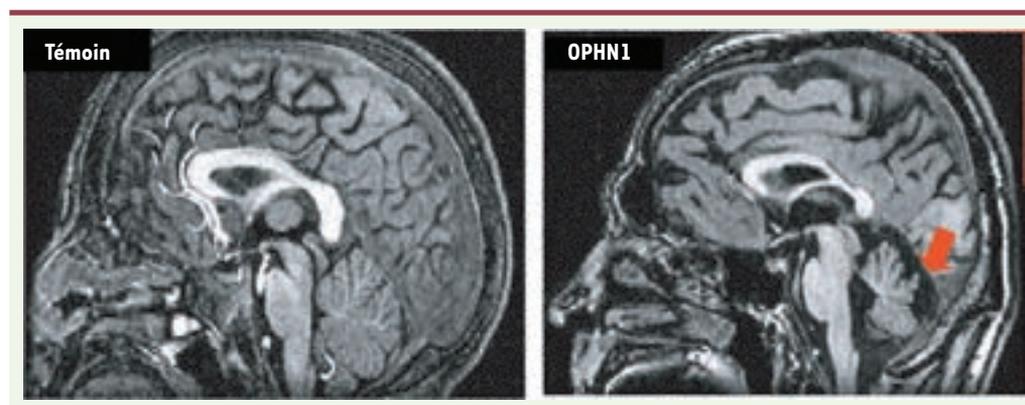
Hypoplasie cérébelleuse chez les patients mutés dans le gène *OPHN1*. Reconstruction sagittale d'IRM 3D T1 d'un individu normal (à gauche) et d'un patient ayant une mutation dans le gène de l'oligophrénine 1 (*OPHN1*) (à droite). À l'hypoplasie du cervelet s'ajoute une agénésie partielle du vermis postérieur au niveau des lobules VI et VII (flèche rouge).
